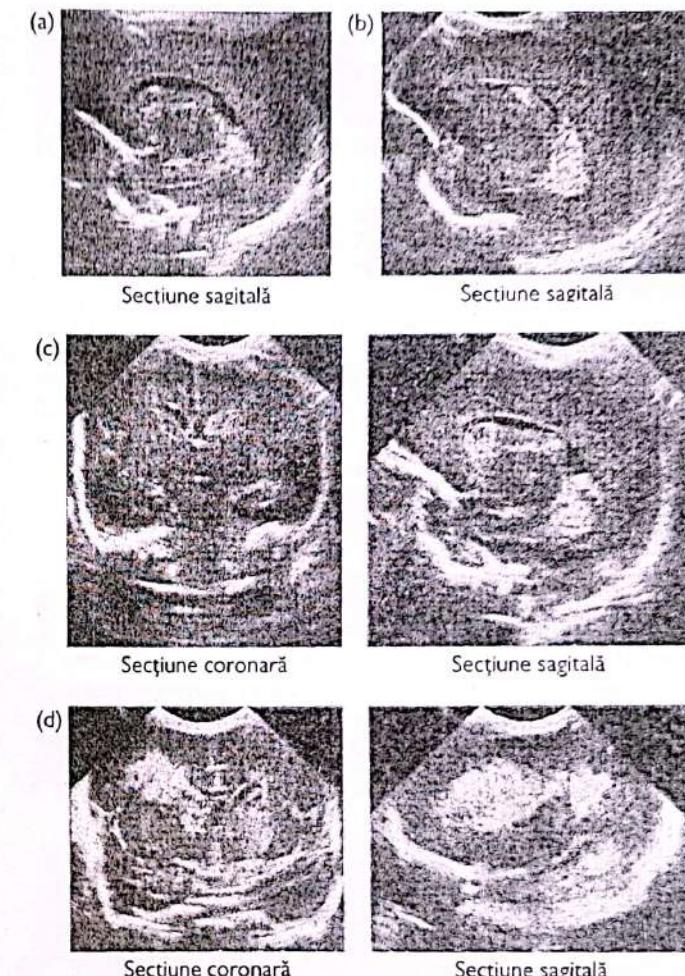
Ecografie transfontanelară: (a) hemoragie intraventriculară grad I; (b) grad II; (c) grad III; (d) grad IV.
